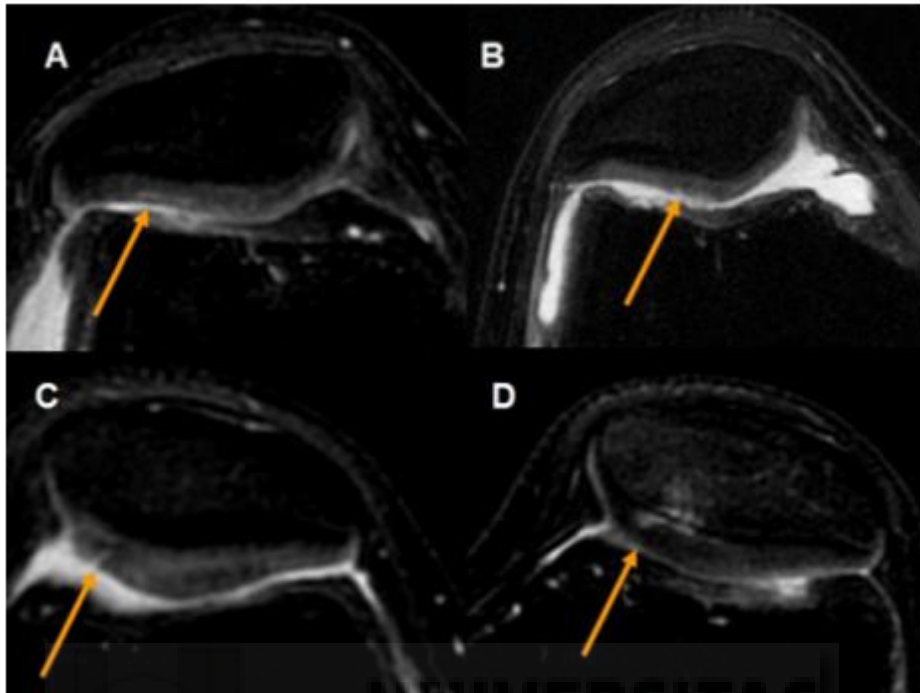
Grados de las lesiones del cartílago articular mediante imagen por resonancia magnética. A: Grado 1. B: Grado 2. C: Grado 3. D: Grado 4
